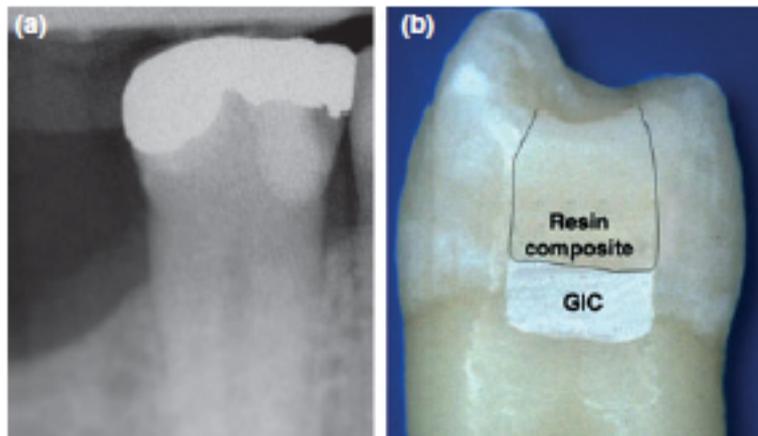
Radiographie et photographie illustrant la technique de sandwich ouvert (30)
